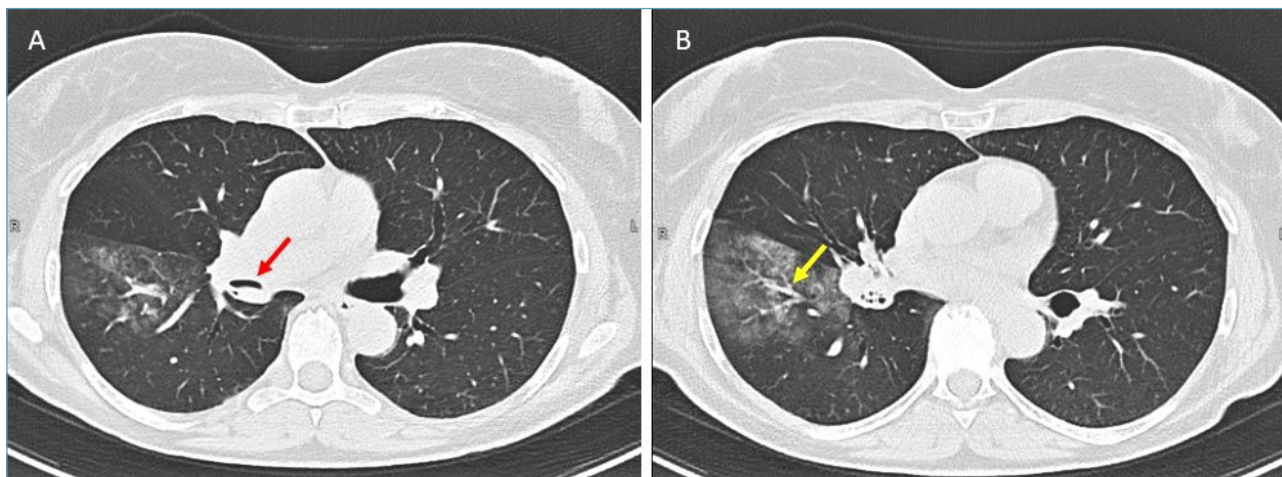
TC torace, sezione assiale. Materiale ipodenso a struttura disomogenea occludente il bronco intermedio (A, freccia rossa) e il bronco lobare inferiore con associate plurime aree con aspetto a vetro smerigliato che interessavano prevalentemente il segmento basale anteriore del lobo inferiore (B, freccia gialla).
